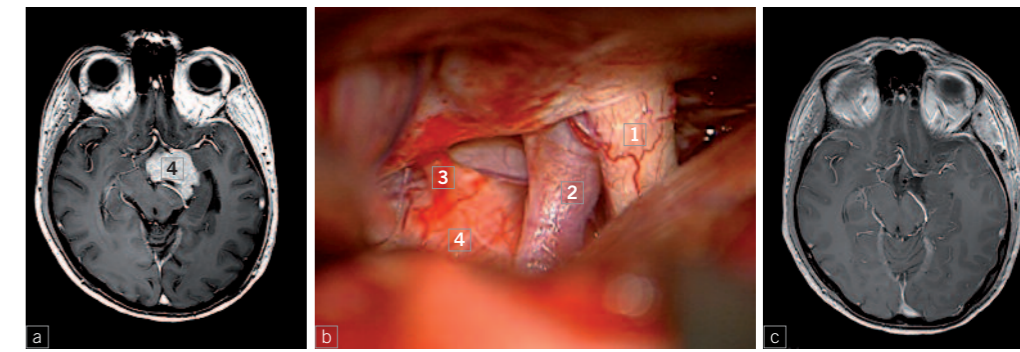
Präoperative Kernspintomographie mit Tumor (4); b: Mikroskopischer OP-Situs (1: Sehnerv, 2: A. carotis, 3: N. oculomotorius, 4: Tumor) c: Postoperative Kernspintomographie ohne Tumor
